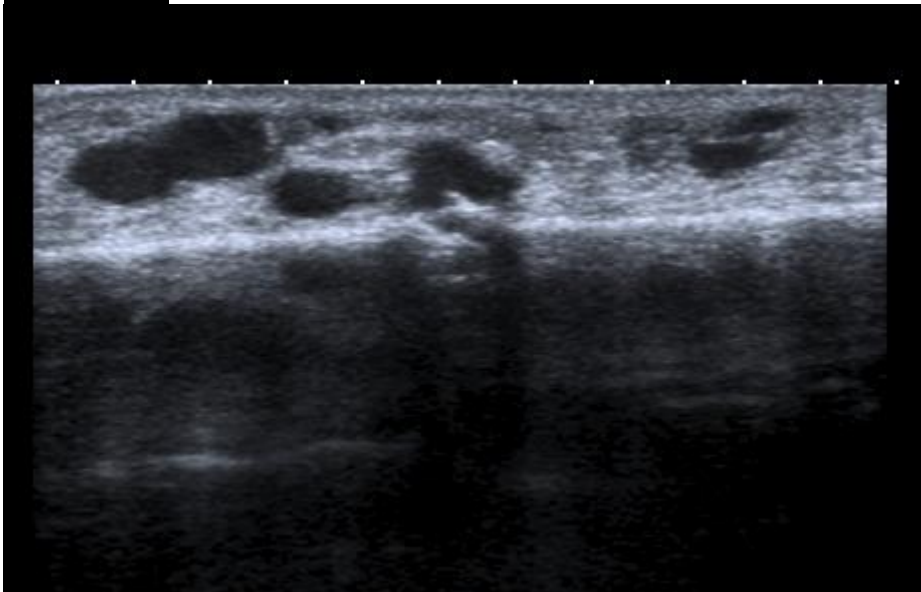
Ecografía Doppler mostrando venas dilatadas adyacentes a la porción anterior de la cortical tibial.
